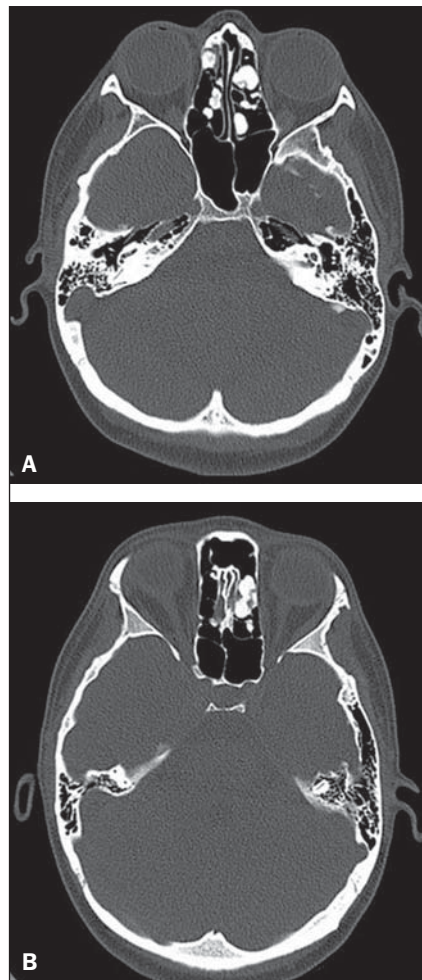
Cortes axiais de TC sem contraste, janela óssea.
